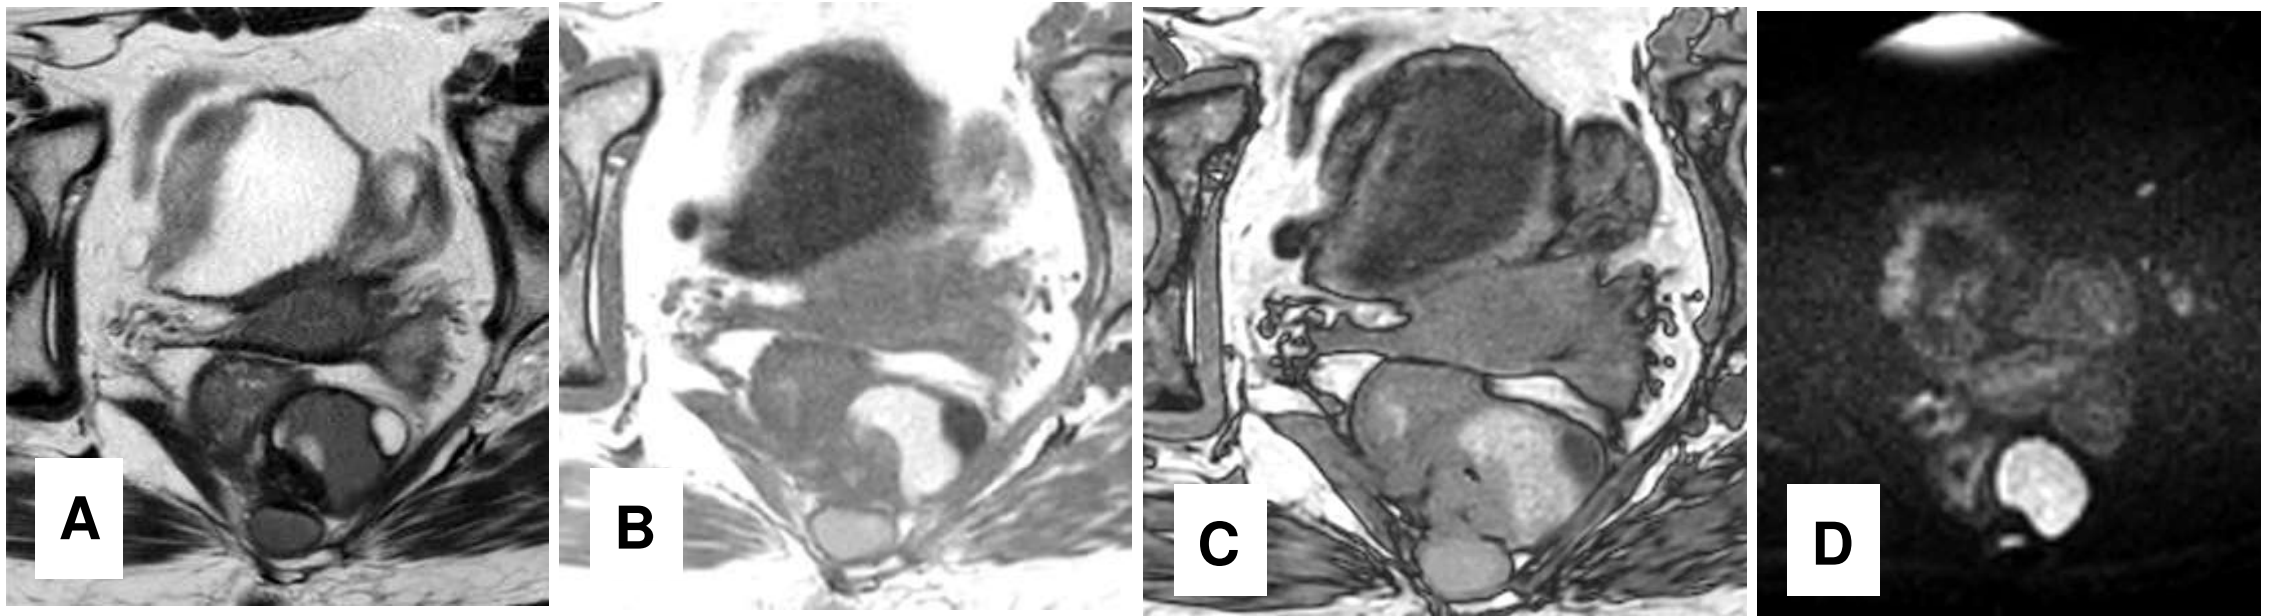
RM de recto: cortes axiales (A) potenciados en T2, en T1 fase (B), en T1 fuera de fase (C) y en DWI (D) en paciente con sospecha de endometriosis. Se observa una masa heterogénea y bien delimitada en la fosa isquiorrectal izquierda. Tiene componente quístico (heterogéneo en T1 y T2), zonas con restricción de la difusión) y contenido graso (cae la señal en la secuencia fuera de fase). Tras la resección quirúrgica el estudio anatomopatológico confirmó teratoma presacro.
